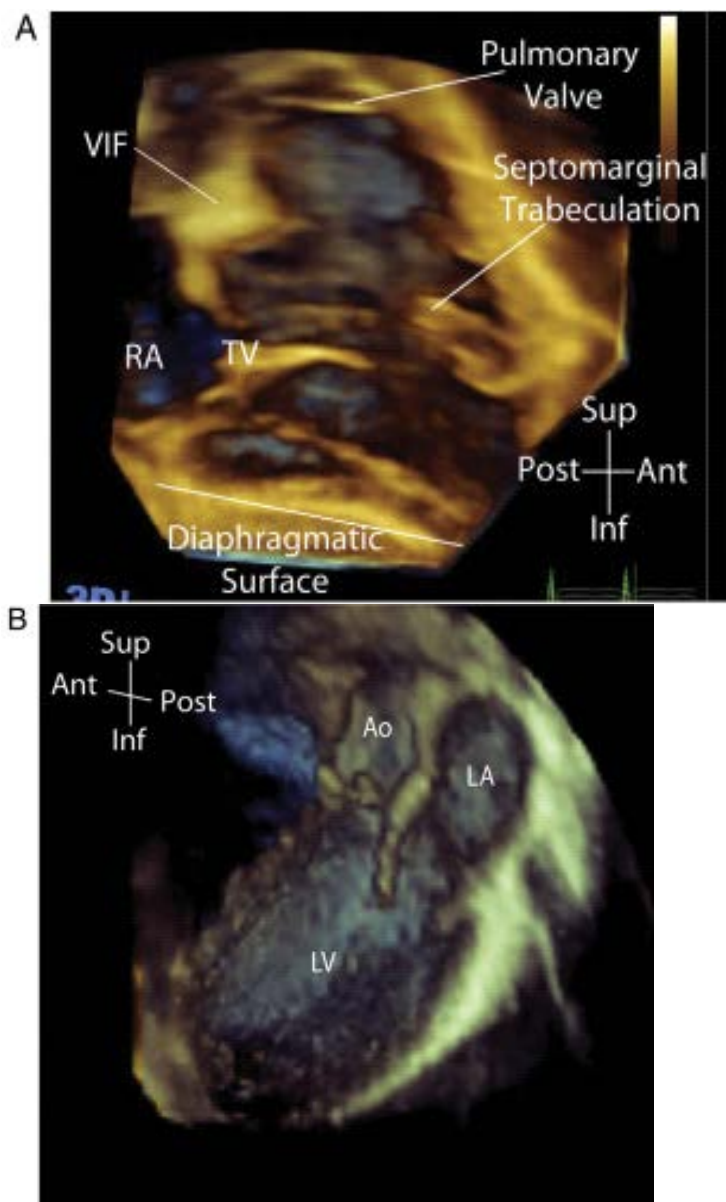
(A) 经胸 3DE 图像的正常室间隔右室面。右室游离壁已经后处理切掉。很容易识别看到重要的解剖标志, 包括三尖瓣、室上嵴, 和隔缘肌小梁 (隔束)。这种类型的视图可用于所有室间隔缺损类型的投照。(B) 左侧观正常室间隔。经胸 3DE 胸骨旁长轴得到全容积三维超声心动图数据集。左心室的游离壁已切断, 可从左室腔直视室间隔。可以显示光滑的左室壁。Ao, 主动脉; LA, 左心房; LV, 左心室; RA, 右心房; TV, 三尖瓣; VIF, 室上嵴。
